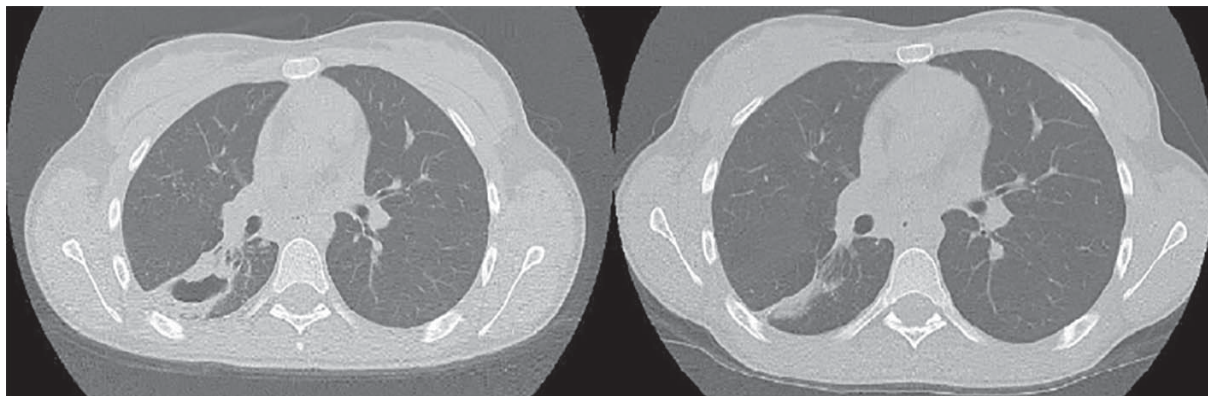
КТ легень на початок лікування (ліворуч) і на 6 міс лікування (праворуч).
